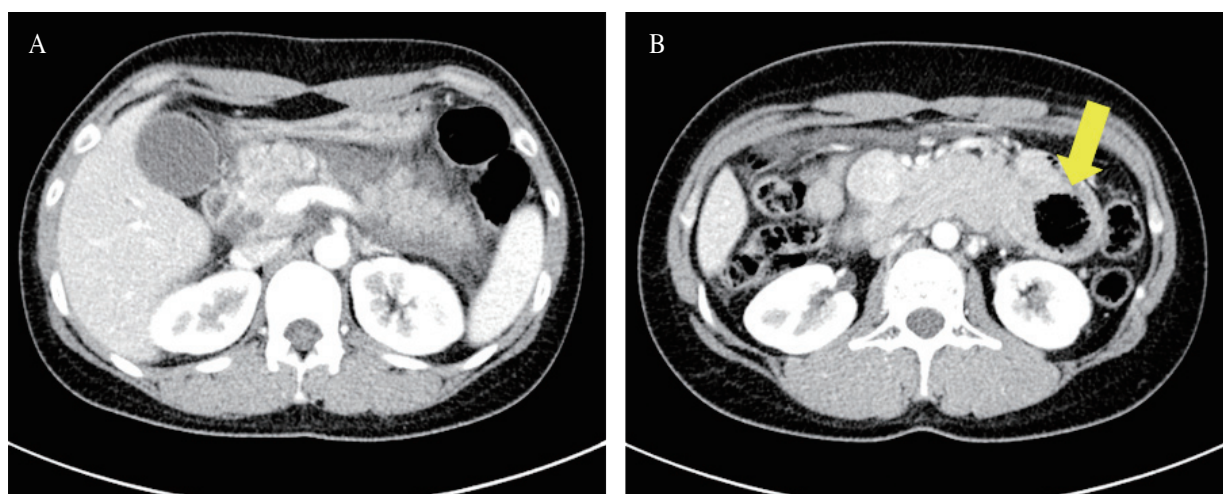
Computed tomography on admission. (A) The pancreas is edematous and inflammation change surrounding pancreas. (B) An blind-ended tube with thick wall and hydroaeric content, localized within the proximal jejunum and distension of 3-4 th portion of duodenum (arrow).
